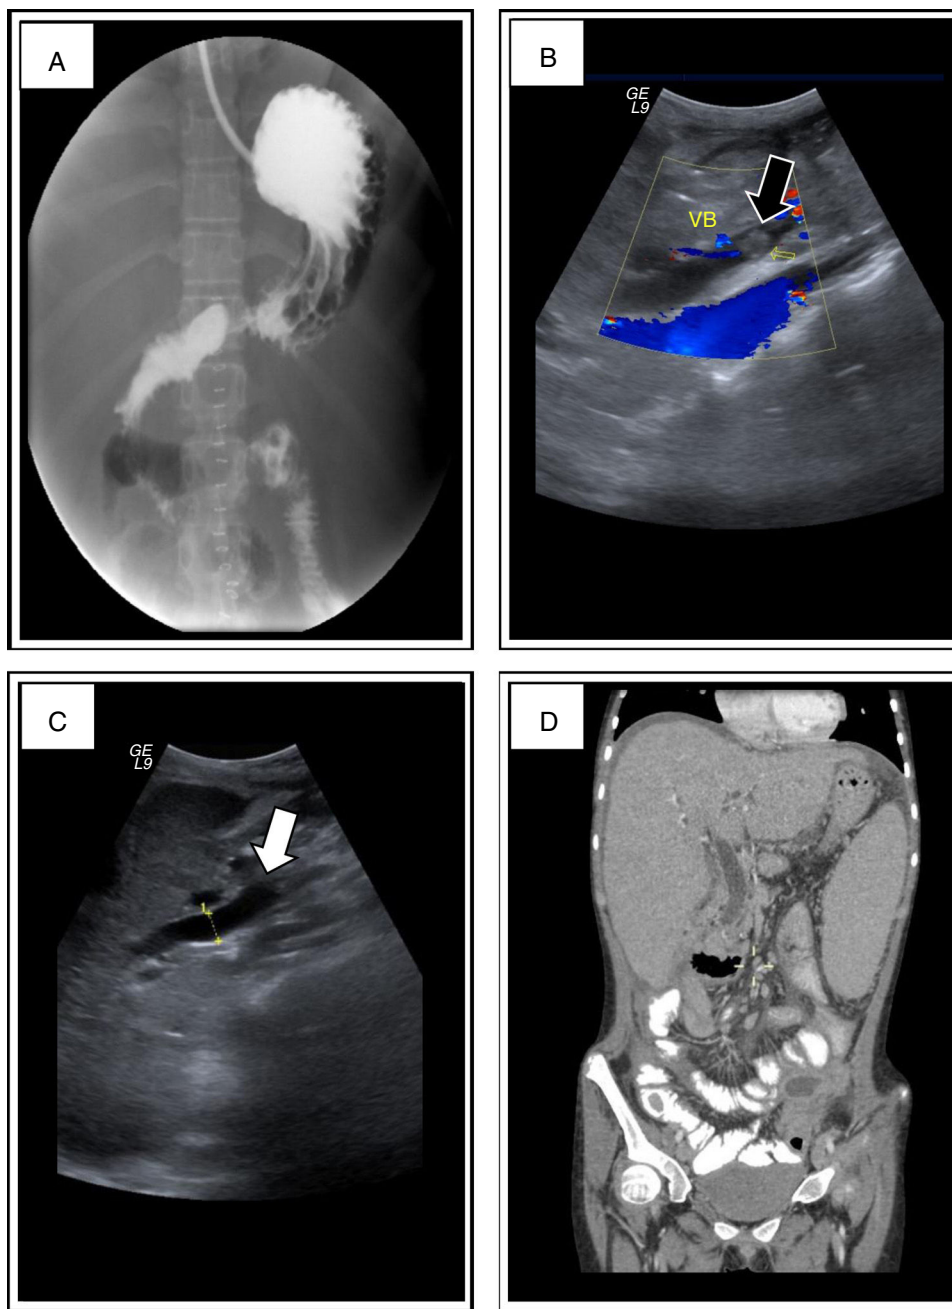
A) Serie esofagogastroduodenal y tránsito intestinal en el que se encuentran defectos de llenado en estómago, duodeno y yeyuno compatibles con pólipos. B y C) Estudio ultrasonográfico en el que se documenta aumento de la ecogenicidad en el interior de la vesícula biliar, que no moviliza con maniobras de gravitación, sin sombra acústica posterior, compatible con pólipo (flecha negra), y dilatación del conducto colédoco (flecha blanca). D) Tomografía axial computarizada (TAC) en la que se encuentra dilatación del conducto colédoco, hepatomegalia y esplenomegalia.
